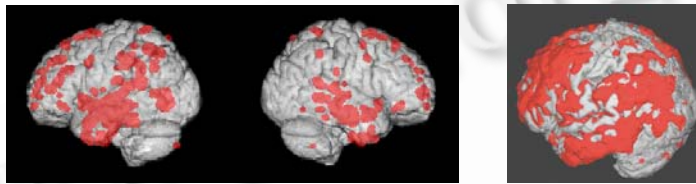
MRI data processing result of one suspected AD patient
